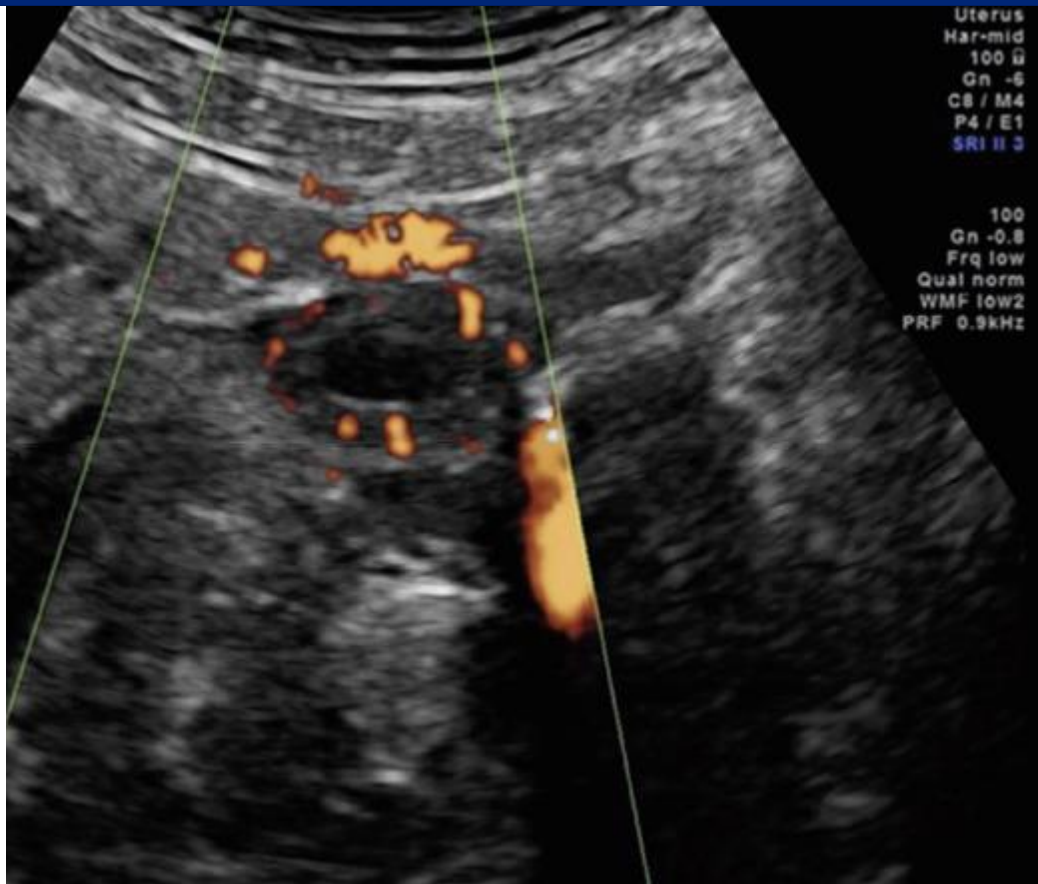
échographie endo vaginale montrant une image latéro utérine gauche en mode doppler montrant une vascularisation en anneau en faveur d'un sac gestationnel.
